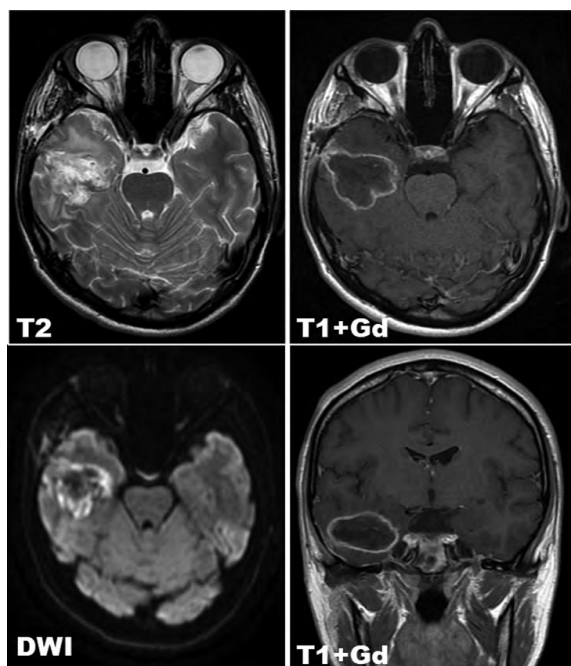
Клинический случай № 1, МРТ головного мозга в режимах T2, T1 с применением гадолиния (T1+Gd) и DWI с контрастным усилением через 15 суток после удаления каверномы правой височной доли: выраженный перифокальный отек в режиме T2, накопление контрастного препарата по краю послеоперационной полости, характерное как для слоя гемостатического материала в первые недели после операции, так и для абсцесса, а также нехарактерные для абсцесса параметры диффузии в режиме DWI ($b = 1000$). Источник: составлено автором
